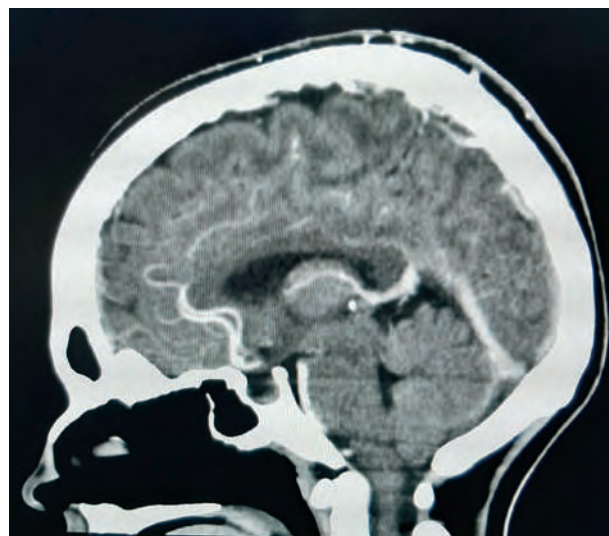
Angiotomografía del cráneo, corte sagital, sin datos de trombosis del seno venoso longitudinal. Se evidencia aracnoidocele selar grado IV.
